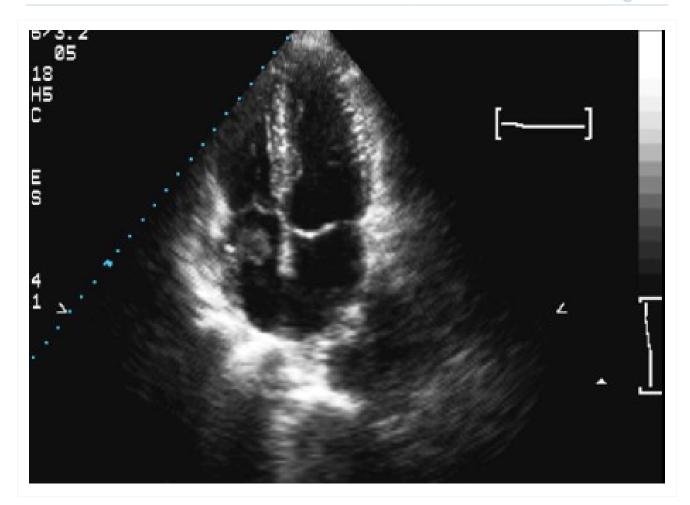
Ecocardiografia bidimensional de um trombo no átrio direito (observação: não ligado ao septo)
